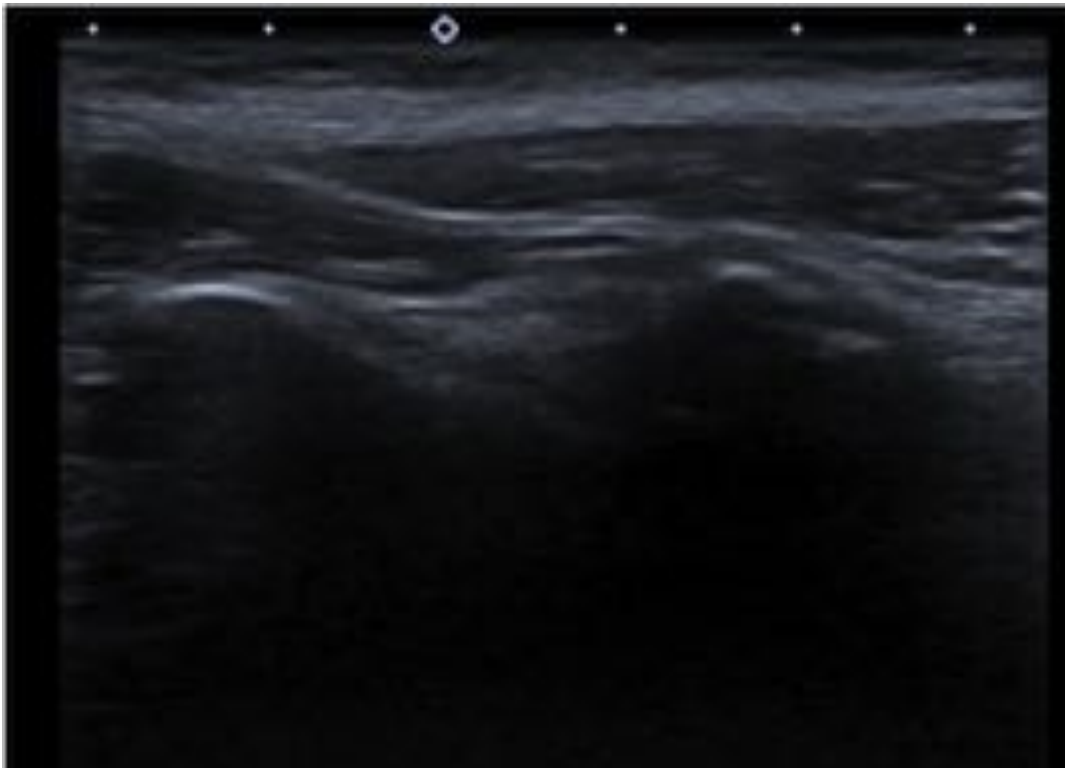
Hombre de 42 años con dolor inguinal izquierdo crónico. Referido a ecografía por palpación de dudosa hernia inguinal izquierda. Ecografía a nivel de la cadera izquierda muestra un fragmento óseo discontinuo con la topografía esperada de la espina iliaca anterior e inferior. No se visualizó hernia inguinal.
